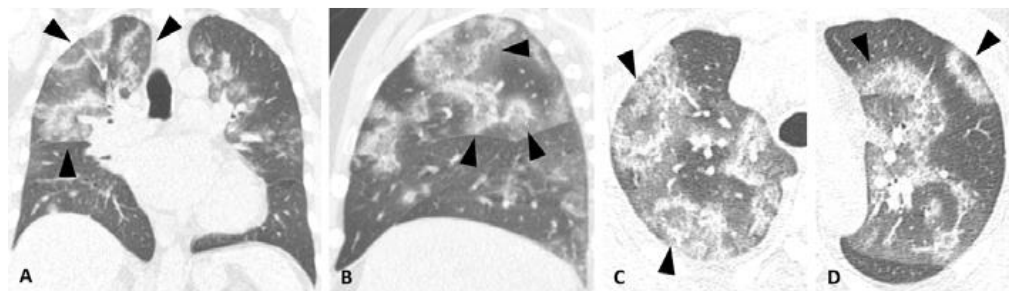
“Imagens de TC multi-detectores em reconstruções coronal (A), sagital (B) e axial (C e D) evidenciando múltiplas áreas de vidro fosco, difusas em ambos os pulmões e circundadas por anéis de consolidação, completos e incompletos, configurando o sinal do halo invertido (setas), em um paciente do sexo masculino, 56 anos, com pneumonia por COVID-19”³.
